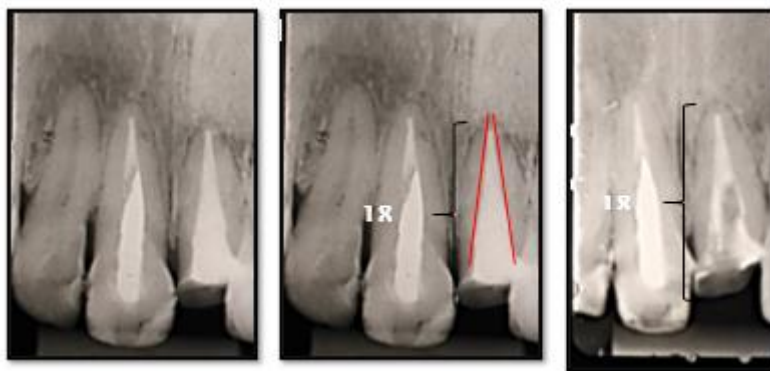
medición de la radiografía para la eliminación de gutapercha
